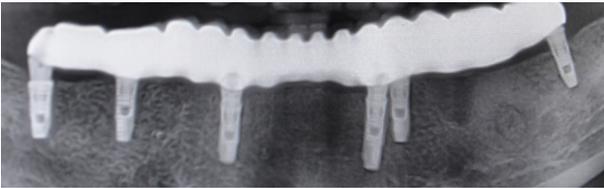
Пациент А., 62 года. Рентгенологическое исследование через 9 месяцев после операции
